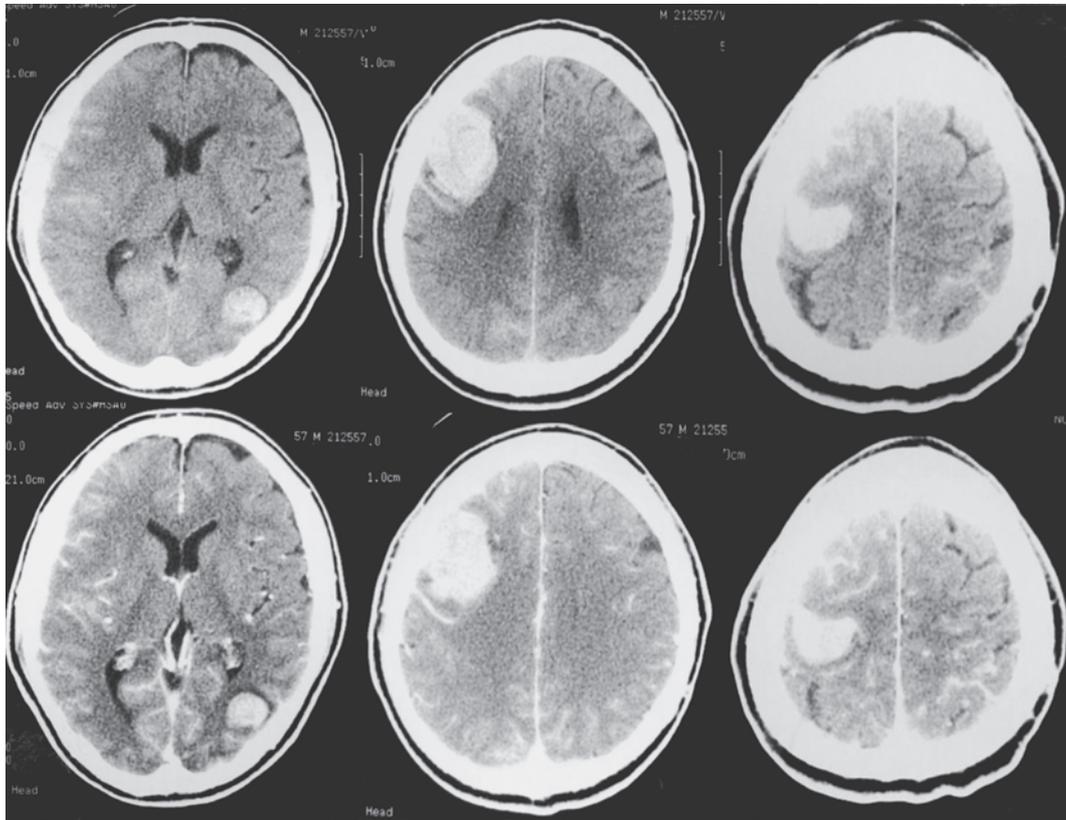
搬入時CT (上段：単純CT, 下段：造影CT)
